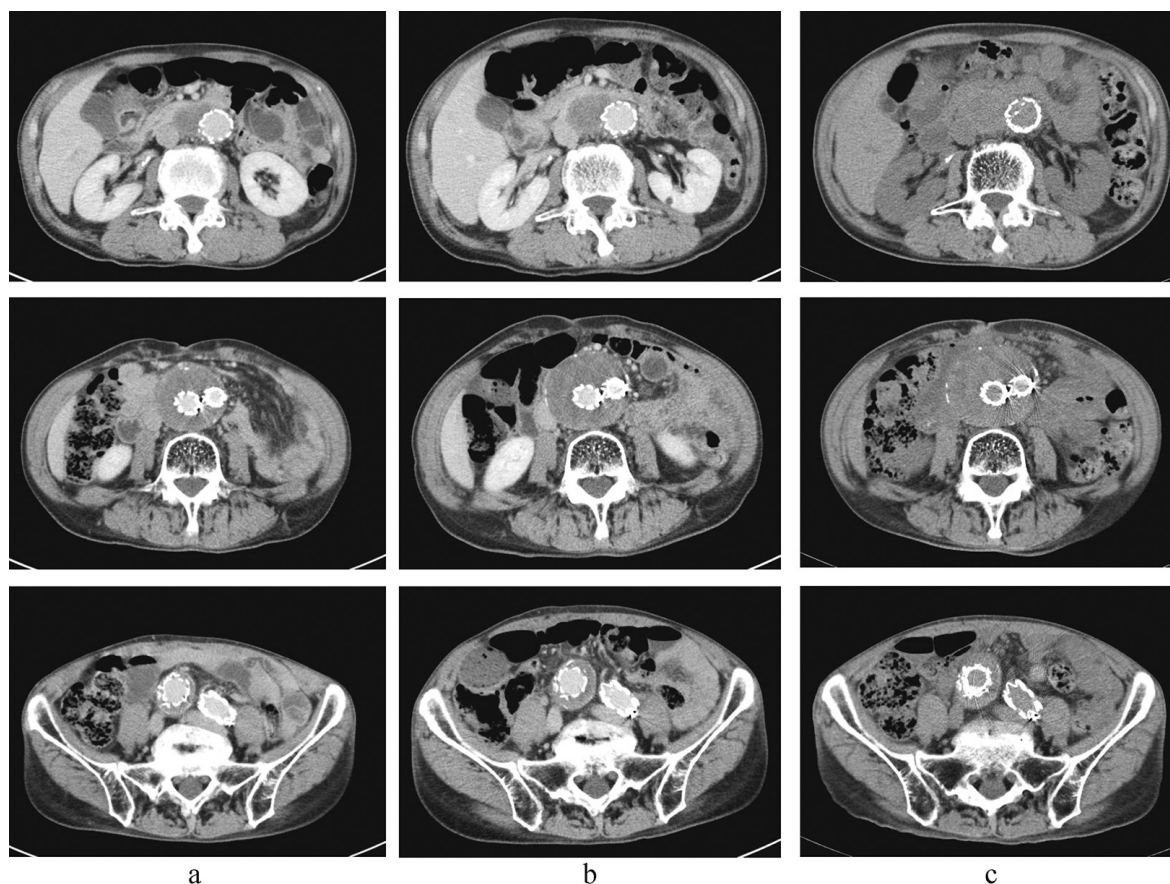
CT検査 (a, b: 造影, c: 単純)
